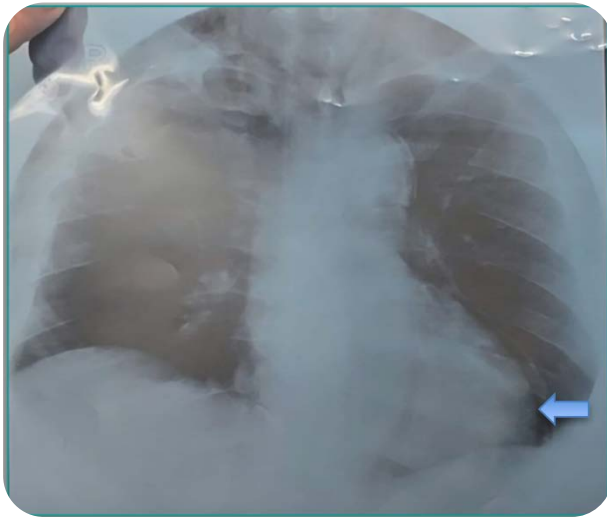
Radiografía de tórax PA donde se observa el neumomediastino (flecha). Línea radiolúcida en el borde Izq del mediastino y alrededor de corazón.
